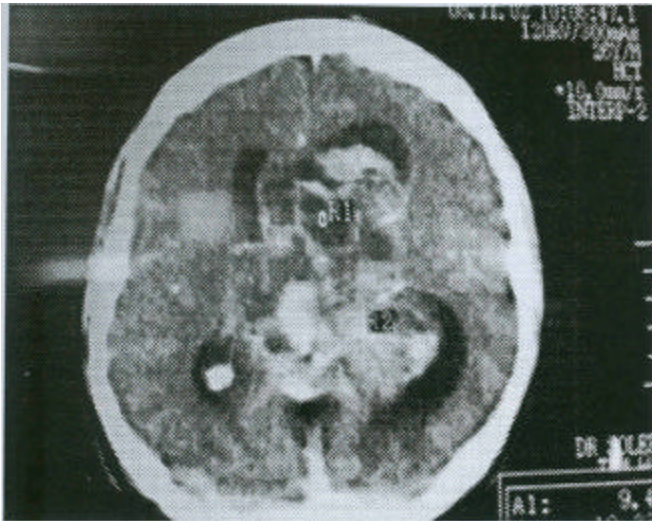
Tomografía axial computarizada de cráneo con contraste, que muestra lesión extensa intraventricular; con elementos quísticos múltiples asociados a matriz sólida que se refuerza con el medio de contraste
